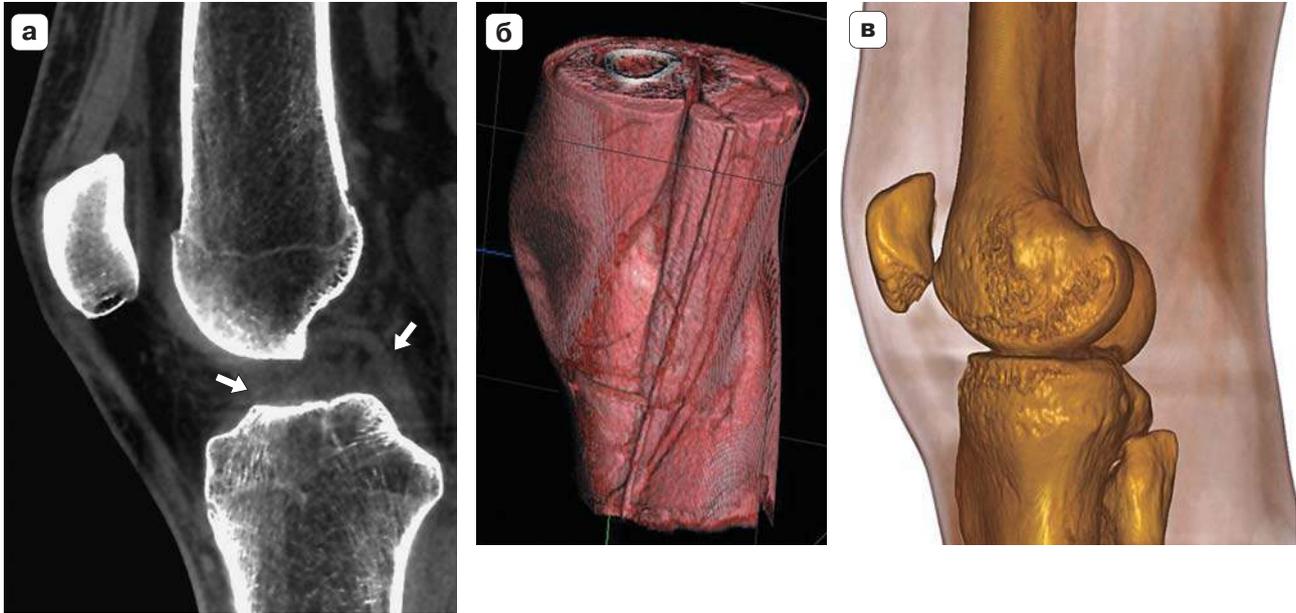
Конусно-лучевые томограммы правого коленного сустава. а – кроме костных структур четко дифференцируются мягкие ткани, например крестообразные связки (стрелки); при 3D-реконструкции изображений можно получить достоверное представление о форме мягкотканых (б) и костных (в) образований.
